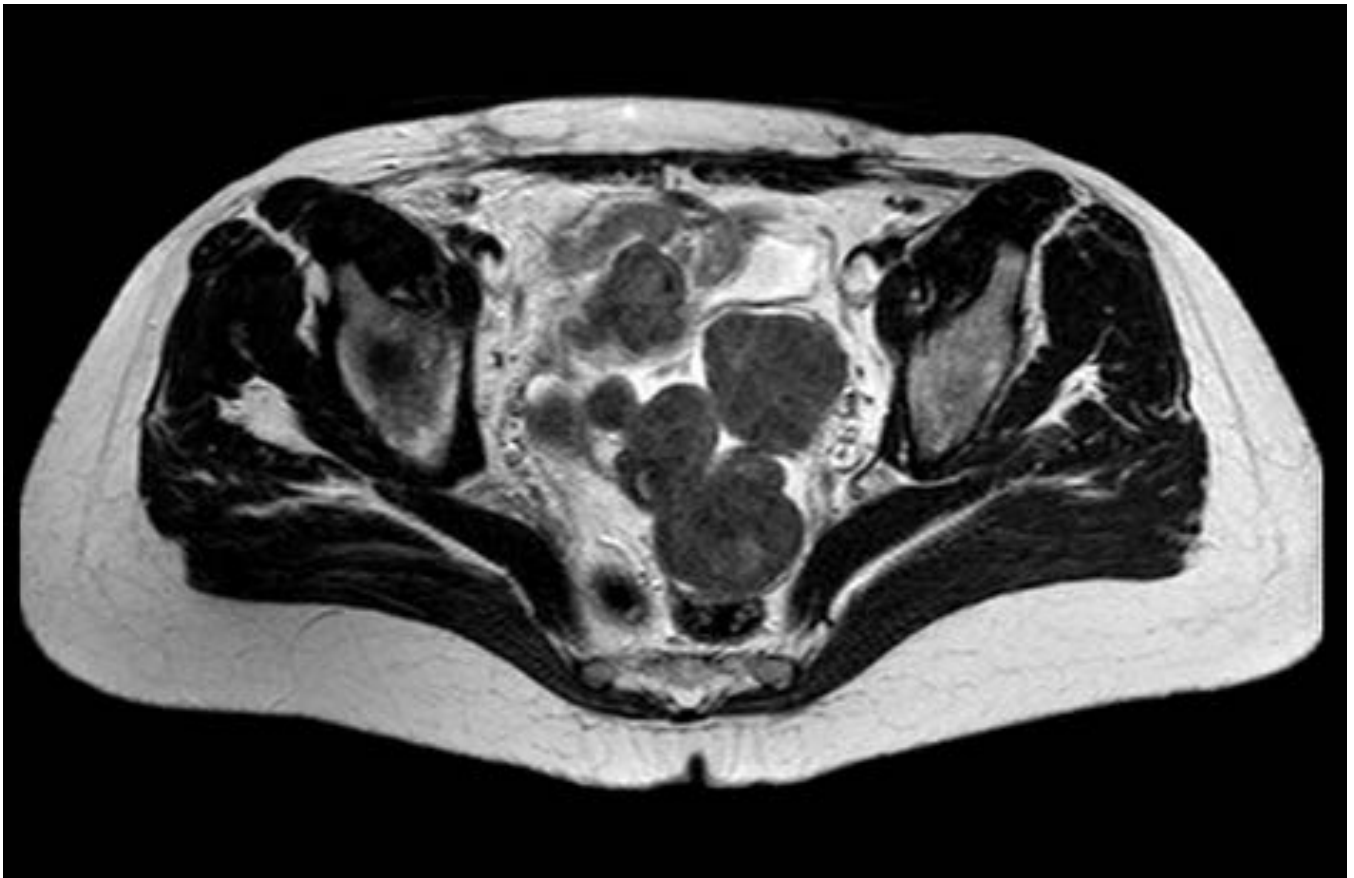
Imagen 4. Hallazgos en RM. Corte axial SET2
